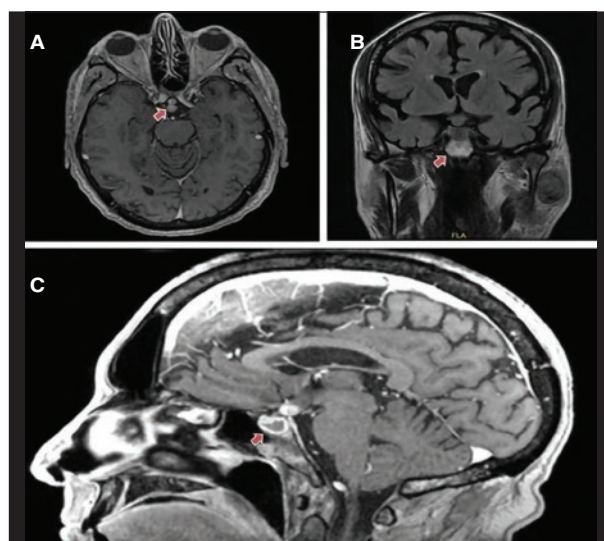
Estudios de resonancia magnética cerebral en plano axial (A), coronal (B) y sagital (C) donde se evidencia la masa necrótica sugerente de metástasis.
